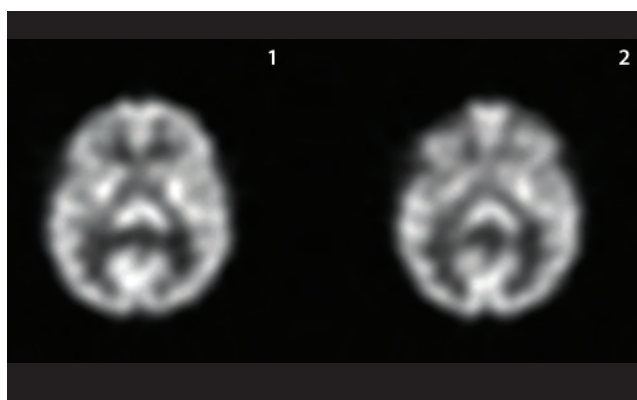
SPECT* cerebral. Imagen transaxial con disminución de actividad en la región caudada izquierda.
